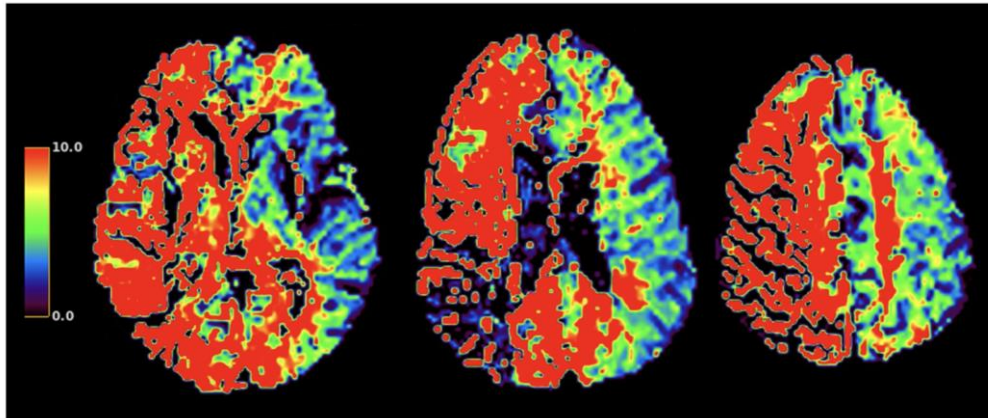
Estudo de perfusão por ressonância magnética, mostrando o grave efeito hemodinâmico causado pela estenose, com acentuado alargamento do Tmax (mesmo paciente da figura 10).
